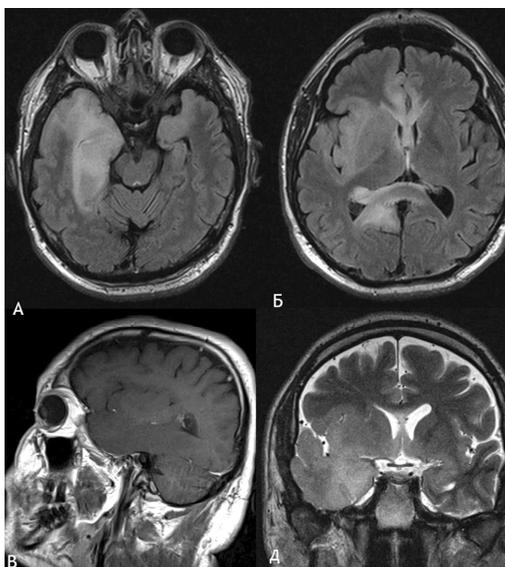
Опухоль правого полушария головного мозга с распространением в мозолистое тело. МРТ головного мозга в режимах FLAIR (А,Б), T1 с контрастным усилением (В) (не накапливает контрастное вещество), T2 (Д).
